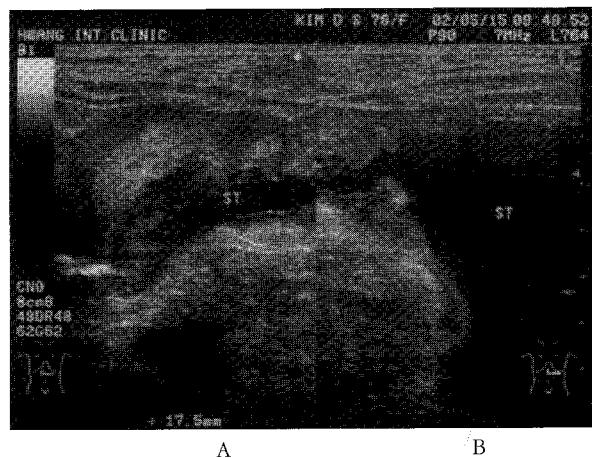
Sonogram of fluid-filled stomach Advancer gastric cancer
